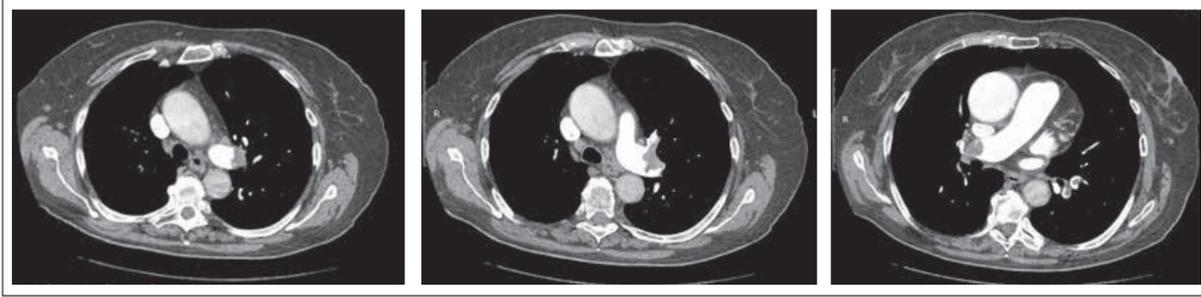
Результаты МСКТ пациентки М. с признаками ТЭЛА
